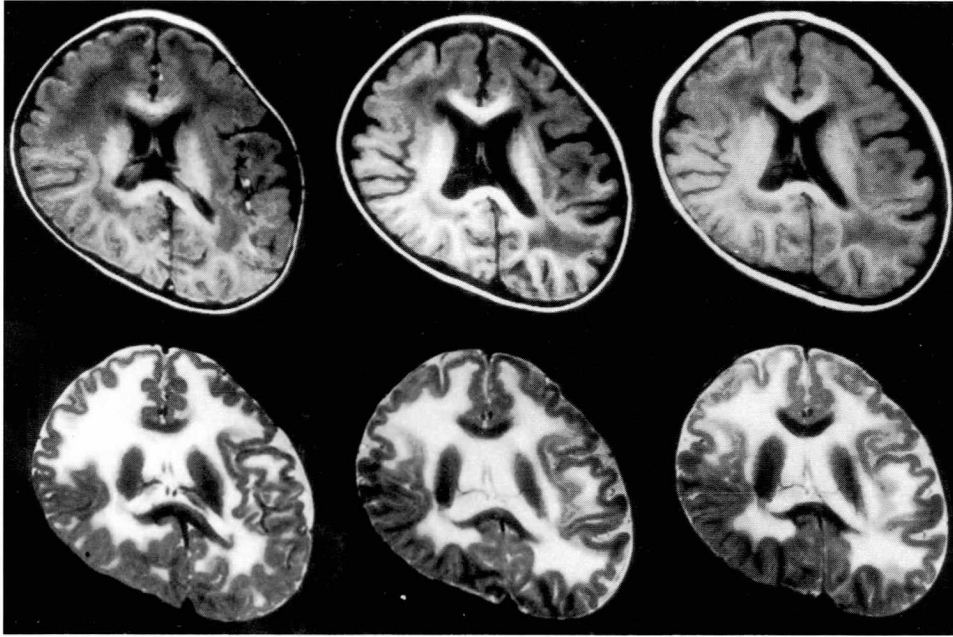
Axial T1-weighted (the upper line) and T2-weighted (the lower line) sequences of case 2. On the left two images at age 19 months, myelination is present in the internal capsule, corpus callosum, and occipital region. The cerebral white matter shows symmetric low intensity on T1-weighted and high intensity on T2-weighted sequences. This is an immature pattern of myelination for this age. Thick and bumpy cortices with shallow sulci are seen over the frontal and parietal lobes. Although myelination progresses with age, abnormal intensities in the white matter did not change during follow-up at 3 years 1 month of age (middle two images) and at 4 years 7 months of age (right two images).
